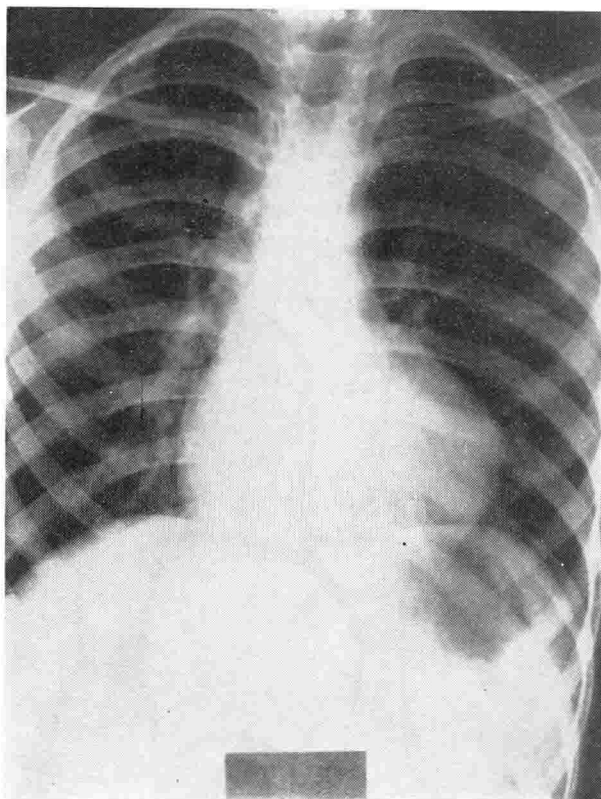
Radiografía anteroposterior que demuestra la silueta cardíaca en "bota", con disminución de los hilios pulmonares e isquemia pulmonar.
